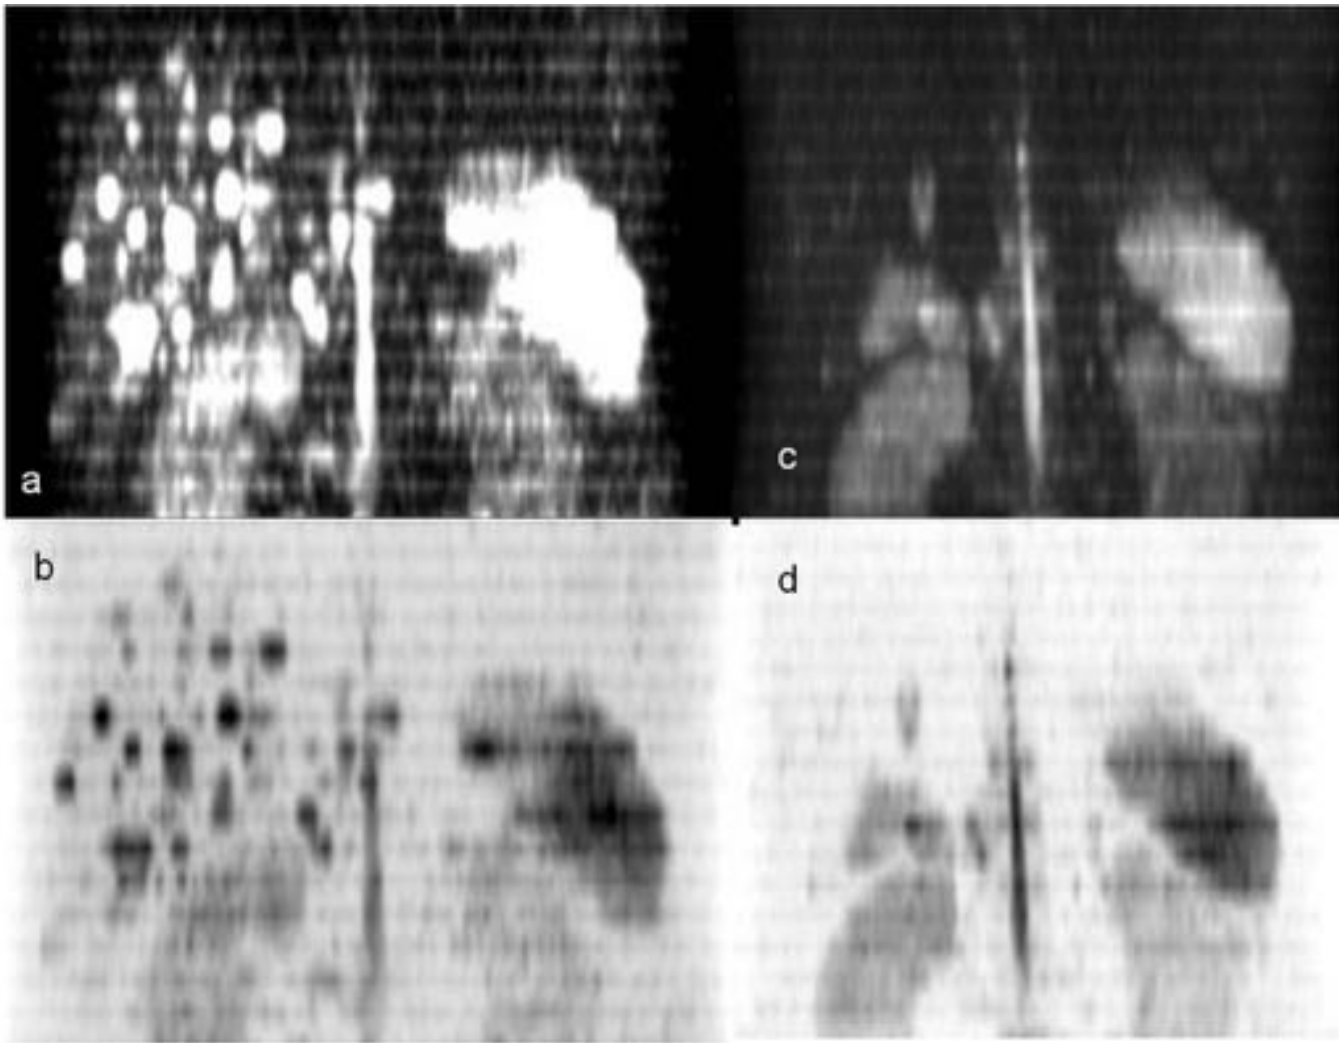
Mismo paciente anterior . Estudio de DWI en reconstrucción coronal en paciente antes(ay b) y después de tractamiento (c y d) con Imatinib, observe la desaparición de las lesiones en la secuencia de DWI.
